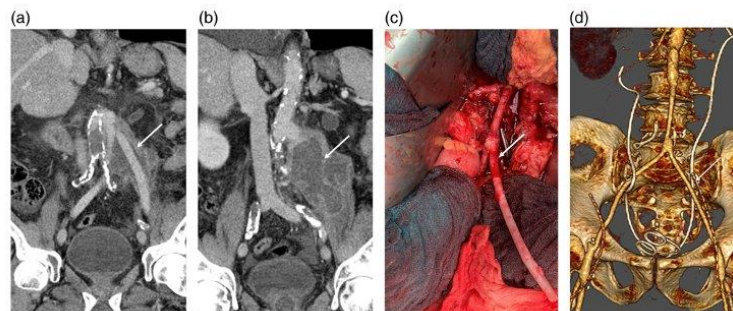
(a, b) Contrast computed tomography scan demonstrating fluid around the aortic graft and abscess extending to the left psoas muscle (arrows), (c) Intraoperative imaging showing aortobifemoral bypass using a homograft (arrow), (d): Postoperative computed tomography scan with a 3D reconstruction of the aortic repair.
